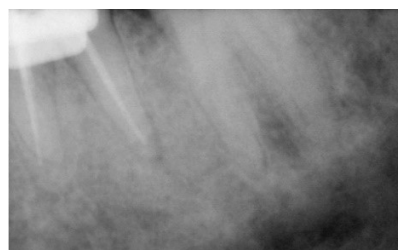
Radiografia de um dente com um canal não encontrado.
